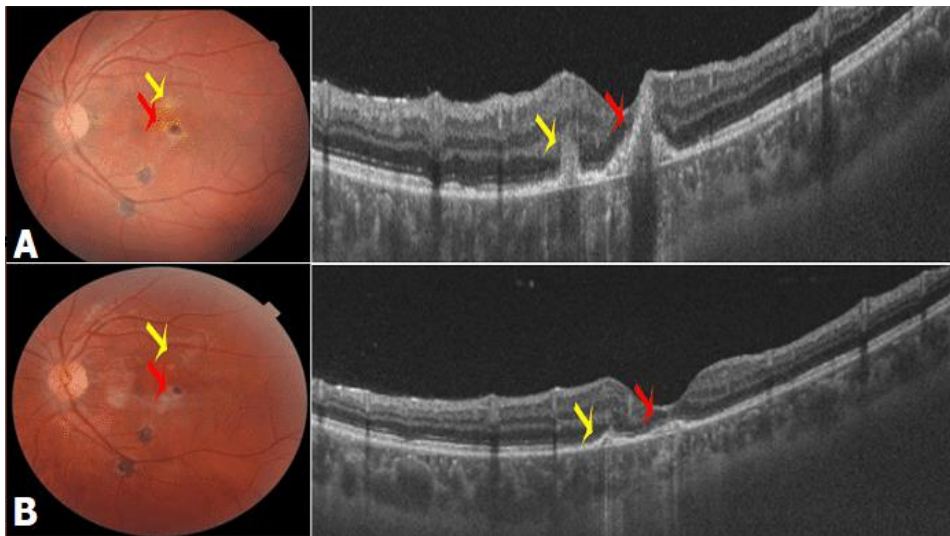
fond de l'œil et OCT du pôle postérieur de l'OG: A) avant traitement; B) 1 mois après traitement: diminution de la taille des foyers sur la photo FO marquée sur les coupes tomographiques en B scan (flèches jaunes)
